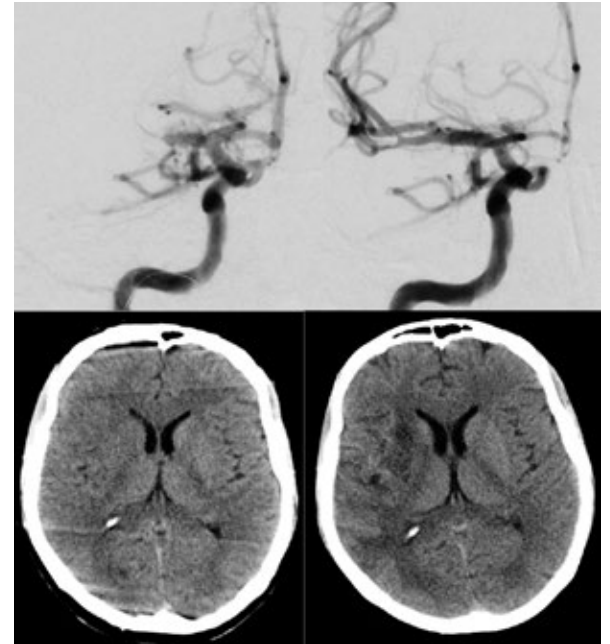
Wiedereröffnung des Gefäßverschlusses mit Stentretreiver und Vergleich CT vor und 14 Tage nach Behandlung
